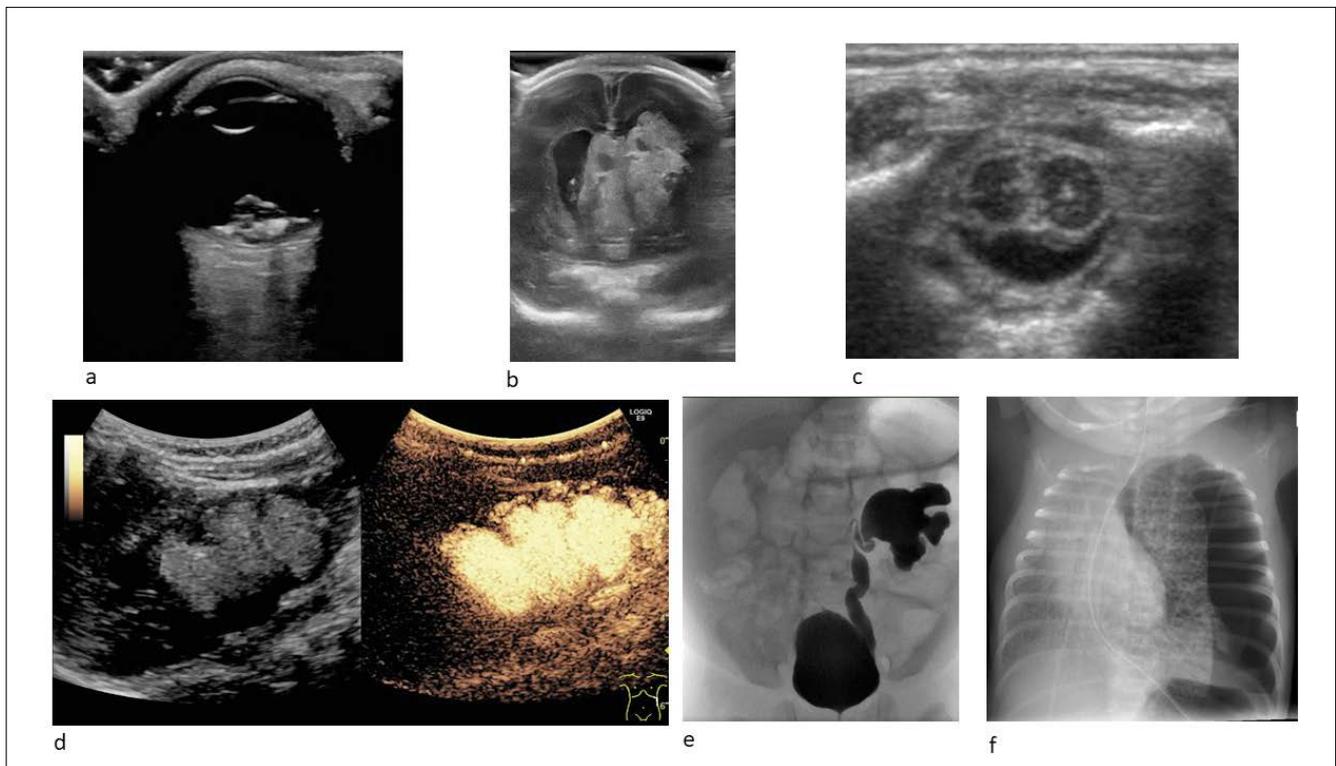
(a) Orbitasonographie: Retinoblastom, (b) Schädelsonographie: Frühgeborenes 25 SSW, Intracranielle Blutung mit Ventrikeleinbruch und Infarkt im periventrikulären Marklager, (c) Rückenmarksonographie: Diastematomyelie, (d) Miktionsurosonographie/Miktionszysturethrographie: Doppelniere, Vesikoureteraler Reflux Unterpol; (e) Thoraxröntgen: Frühgeburt 32. SSW, Hyaline Membranen Krankheit, Interstitielles Emphysem, Pneumothorax. © Kinderradiologie
